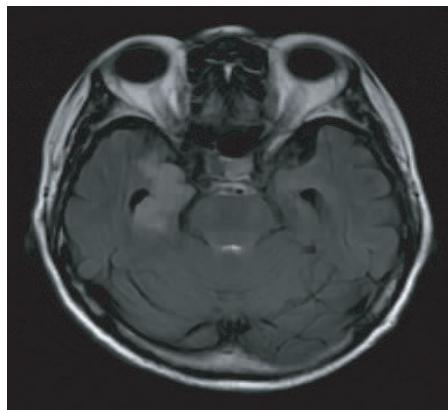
2015 年 8 月 4 号头颅 MRI T_2 Flair 像示双侧颞岛叶、右侧海马异常信号灶
